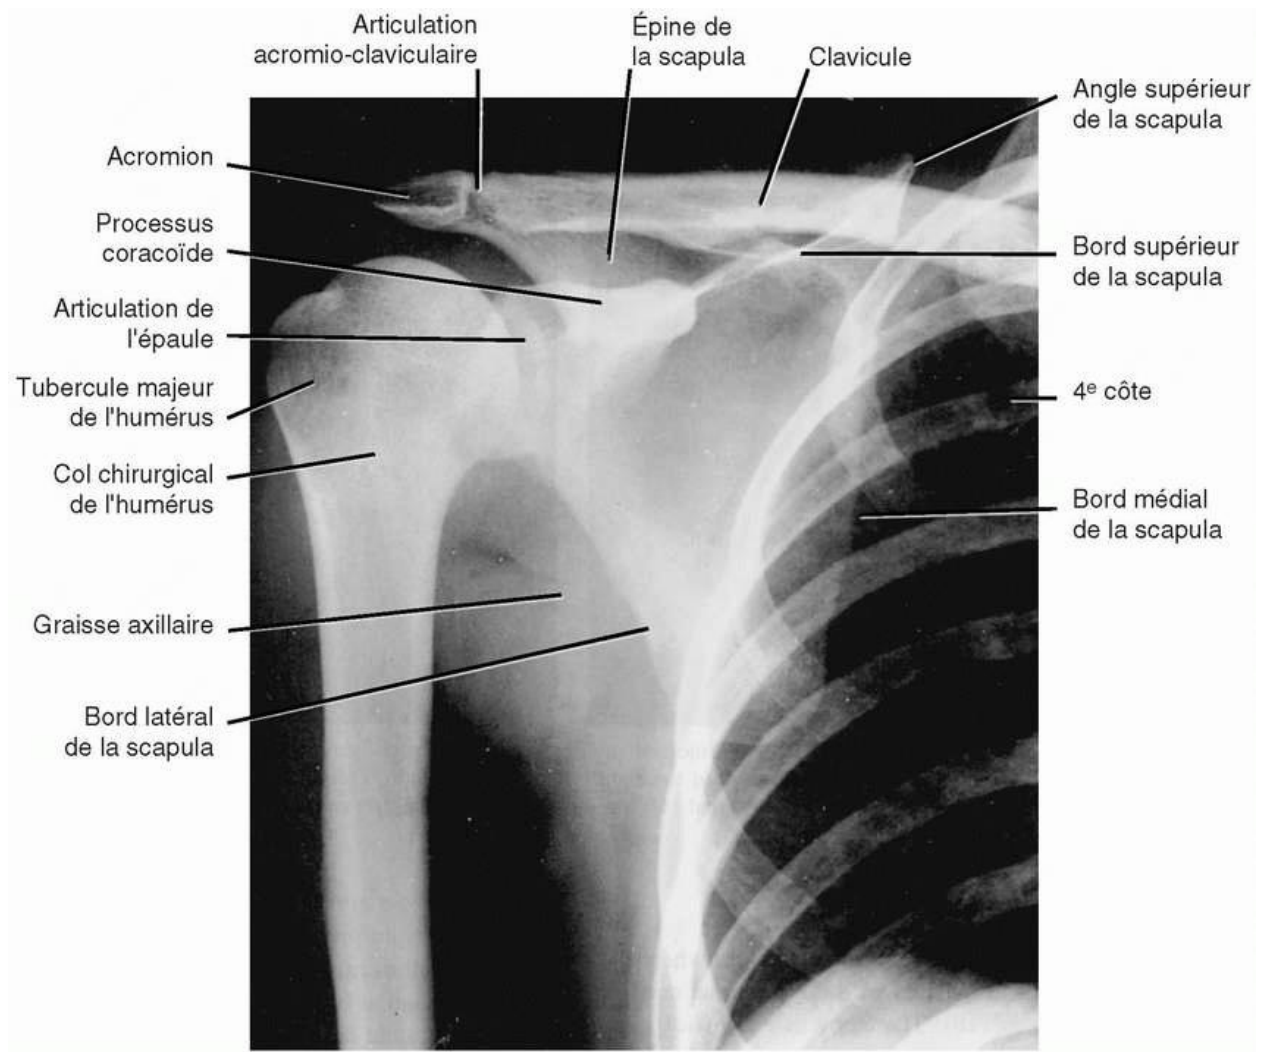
Radiographie antéro-postérieure de l'épaule droite. Adaptation autorisée de Moore, KL. *Clinically Oriented Anatomy*, 3^e édition. Baltimore ;, Williams & Wilkins ; 1992.
